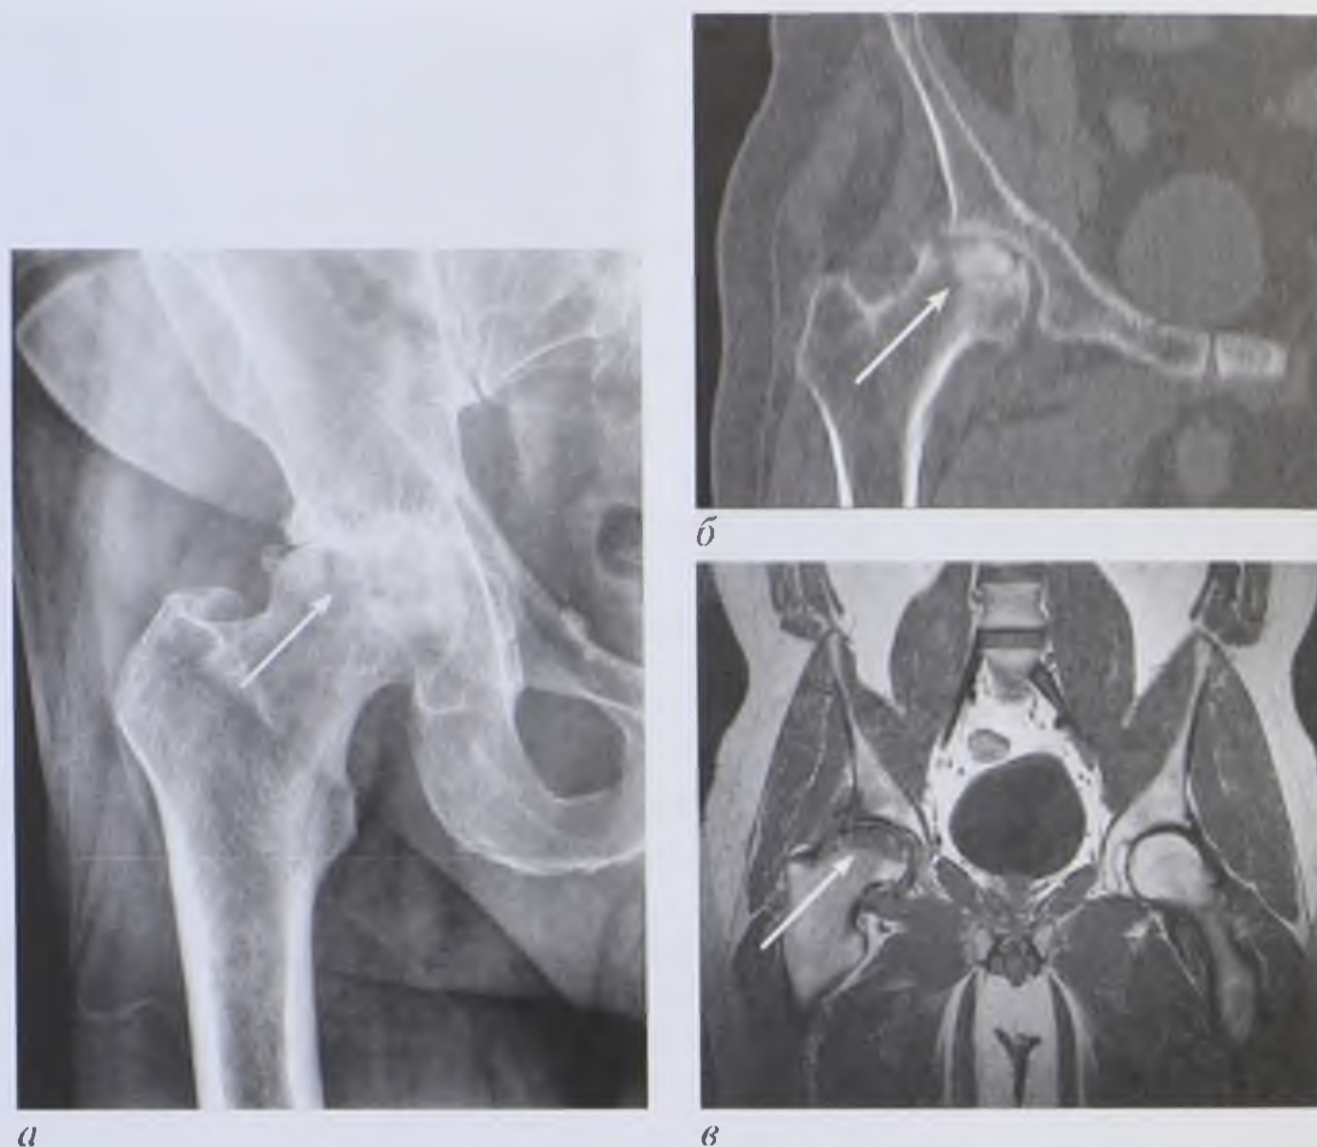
Асептический некроз головки бедренной кости (стрелки): *а* — рентгенограмма тазобедренного сустава; *б* — компьютерная томограмма (мультипланарная реконструкция); *в* — магнитно-резонансная томограмма, T2-взвешенное изображение во фронтальной плоскости. На рентгенограмме визуализируется участок уплотнения головки бедренной кости с ее деформацией и наличием линейного просветления (резорбция костной ткани), суставная щель сужена, что свидетельствует о развитии деформирующего артроза. На компьютерной томограмме определяется деструкция верхней части головки бедренной кости полукруглой формы с сохранением суставной щели. При магнитно-резонансной томографии отмечается гипоинтенсивный участок полукруглой формы неоднородной структуры
